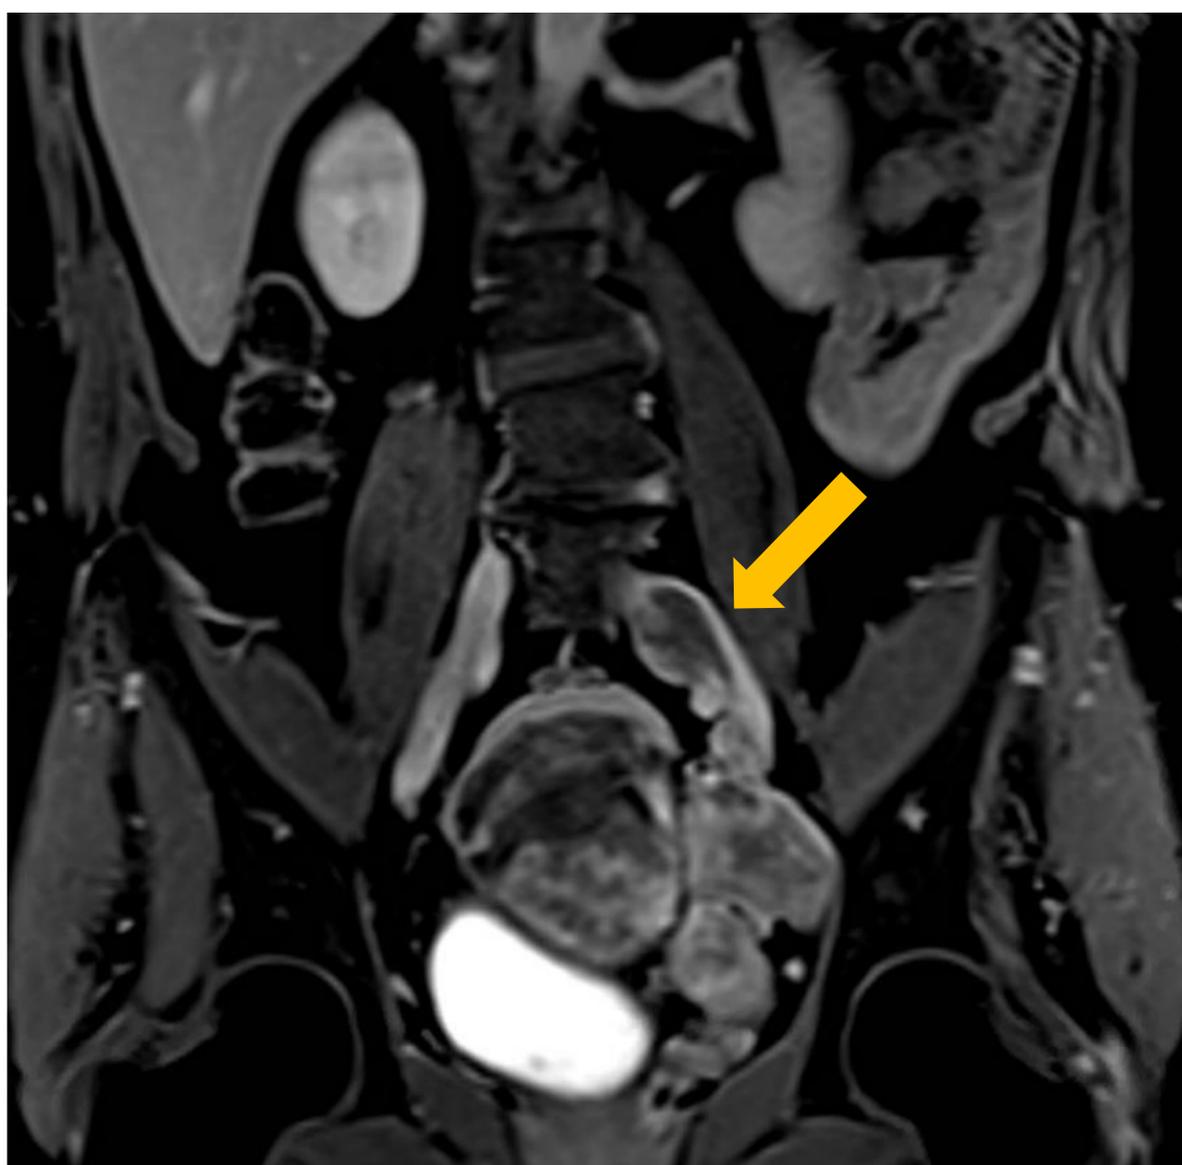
Imagen coronal de RM pélvica de la misma paciente de la figura 6. Adquisición dinámica multi fase T2-3D tras administración de contraste. Se identifica un leiomioma adyacente a la vena iliaca común izquierda la cual invade (flecha naranja). Hallazgos compatibles con leiomiomatosis intravascular diseminada.
